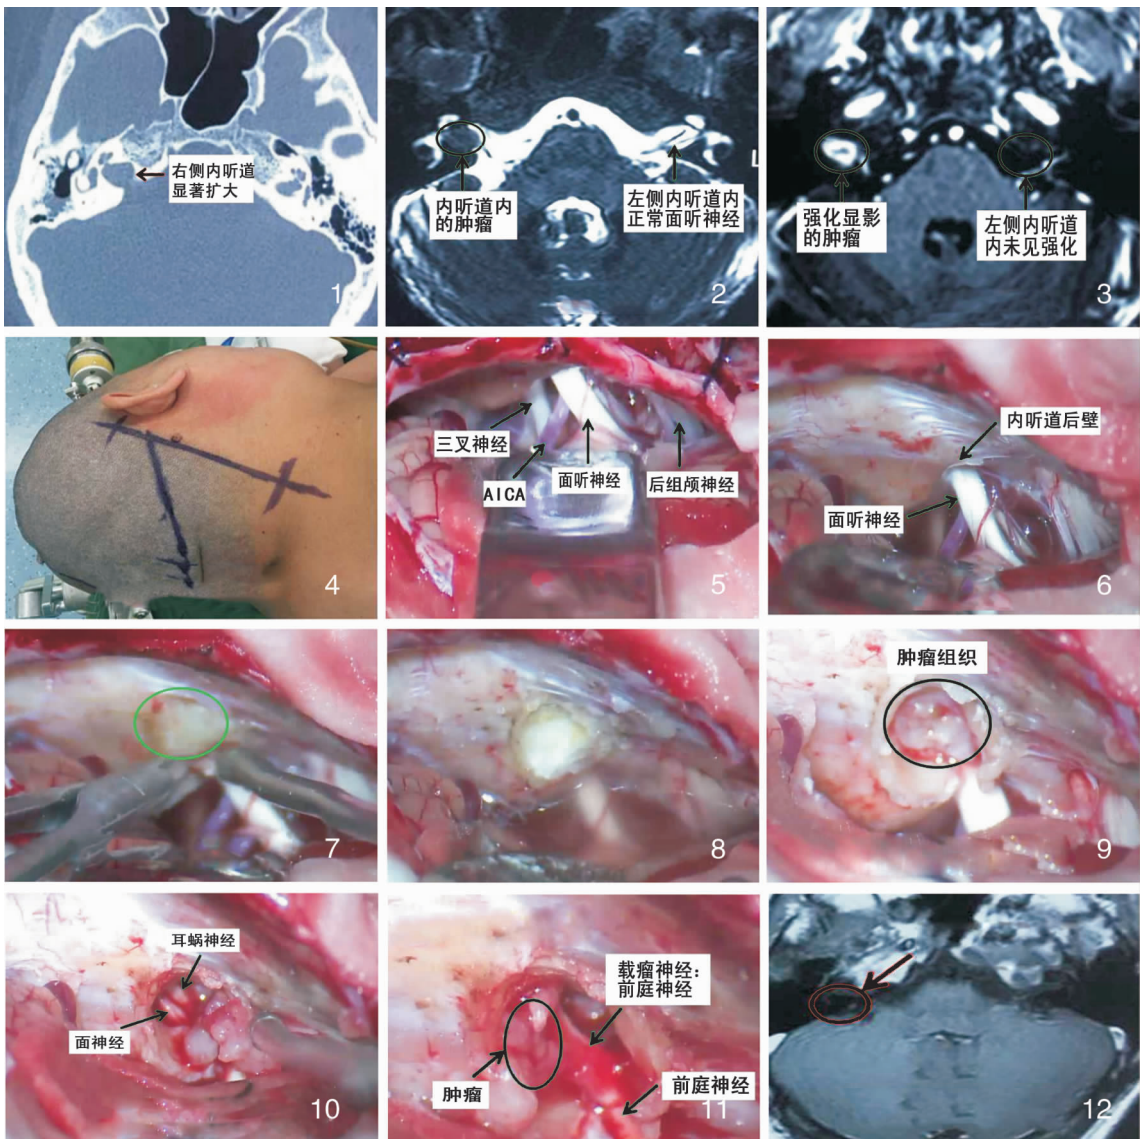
术前水平位 CT 平扫 图 2 术前 MRI T2 平扫 图 3 术前 MRI T1 水平位增强 图 4 手术切口及体位
